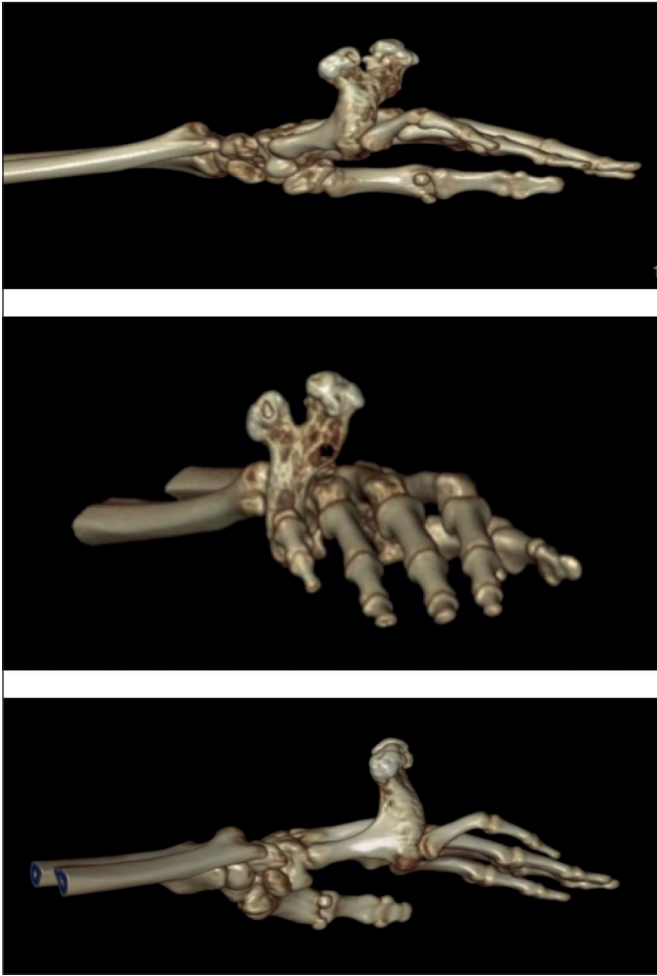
Imagen de tomografía 3D: lesión ósea que remodela el quinto metacarpiano en su porción distal, a nivel de la epífisis y parte de la metáfisis, produciendo aumento expansivo de la cortical, proliferación desordenada de tejido óseo, con base pediculada y bifurcación, con crecimiento exófitico.
